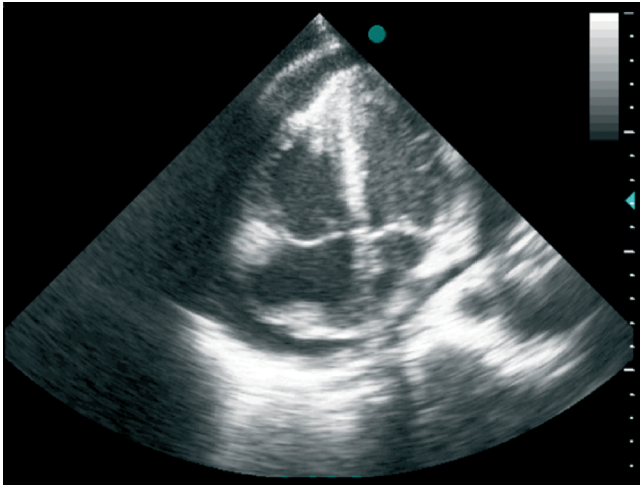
Imagem de ecocardiograma transtorácico (apical 4C). Moderado derrame pericárdio com colapso das cavidades direitas; massa no tecto da aurícula direita.
